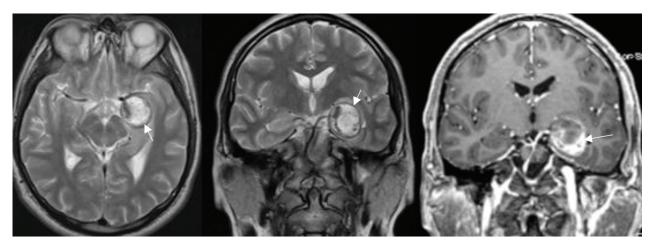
МРТ головного мозга пациента Д. Отмечается увеличение размеров ранее описанного патологического образования в медиобазальных отделах левой височной доли (указано стрелками)
